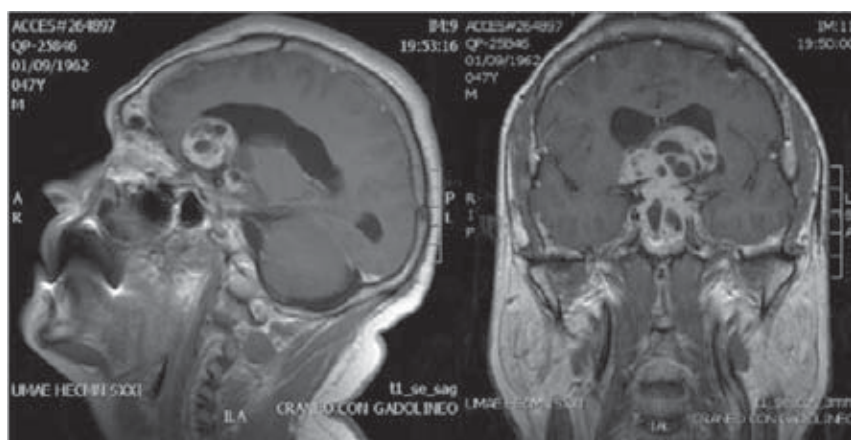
RMN de cráneo (2008), corte sagital y coronal en T1 con gadolinio.
